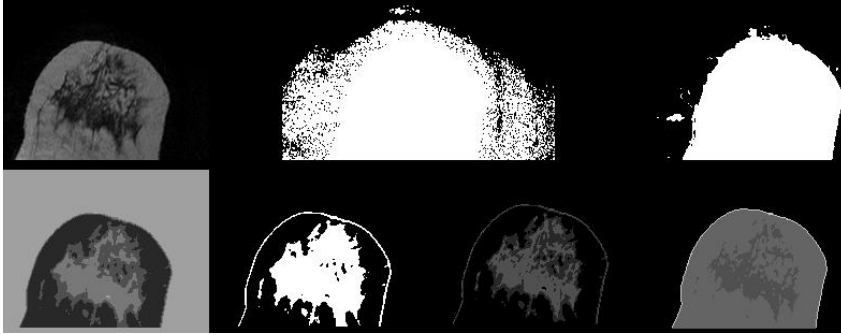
De izquierda a derecha (arriba): corte de RM original, píxeles con nivel de gris mayores de 0, píxeles con nivel de gris mayores que 0 tras filtro de curvatura y umbralización. (abajo): C-Means inicial de 4 clusters, clusters con tejido denso y graso, nuevo C-Means con 2 clusters, píxeles de piel finales (en blanco).
